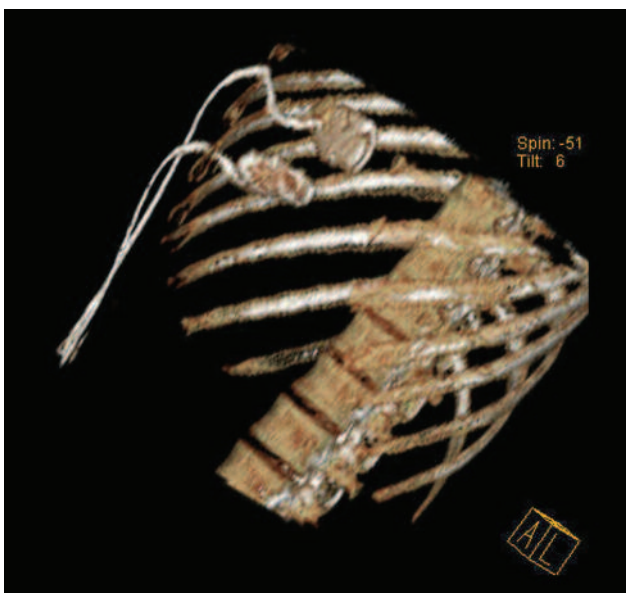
КТ-контроль расположения дренажей после одномоментного двойного дренирования АП. 3D-реконструкция. Адекватное дренирование
